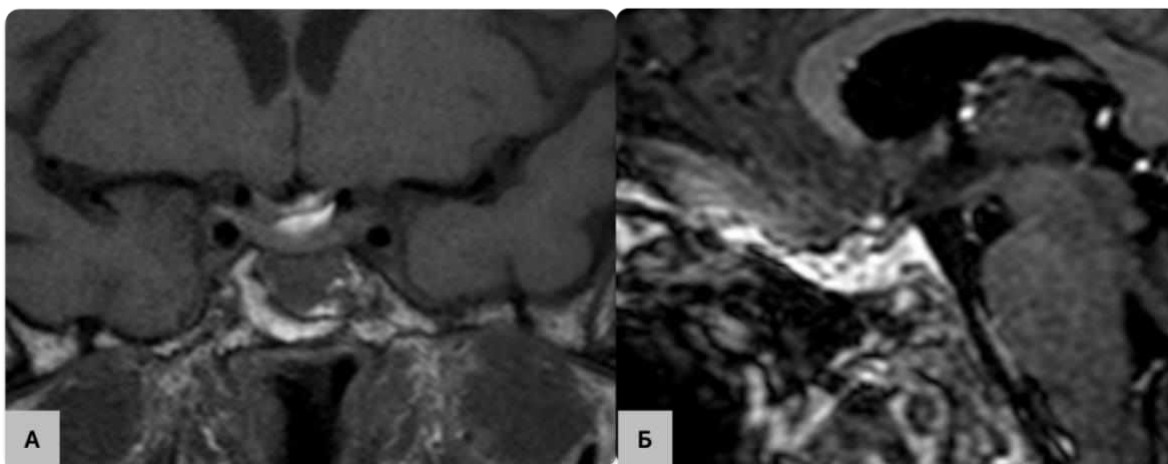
МРТ контроль за 6 місяців після хірургічного втручання. А – фронтальна проекція в режимі Т1 без внутрішньовенного підсилення, Б – сагітальна проекція в режимі Т1 з внутрішньовенним підсиленням.
